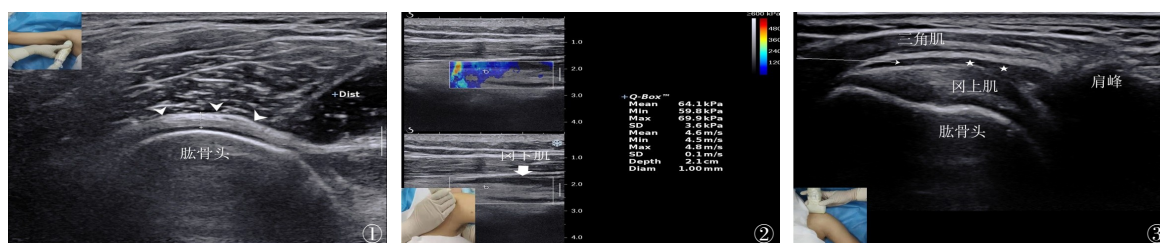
超声评估下方盂肱关节囊(小箭头示FS患者下方盂肱关节囊增厚);图2 弹性成像评估冈下肌弹性系数(FS患者冈下肌硬度增高);图3 超声引导下肩峰下滑囊注射图(长箭头示肩峰下滑囊进针路径及靶点位置,五角星示肩峰下滑囊积液)
